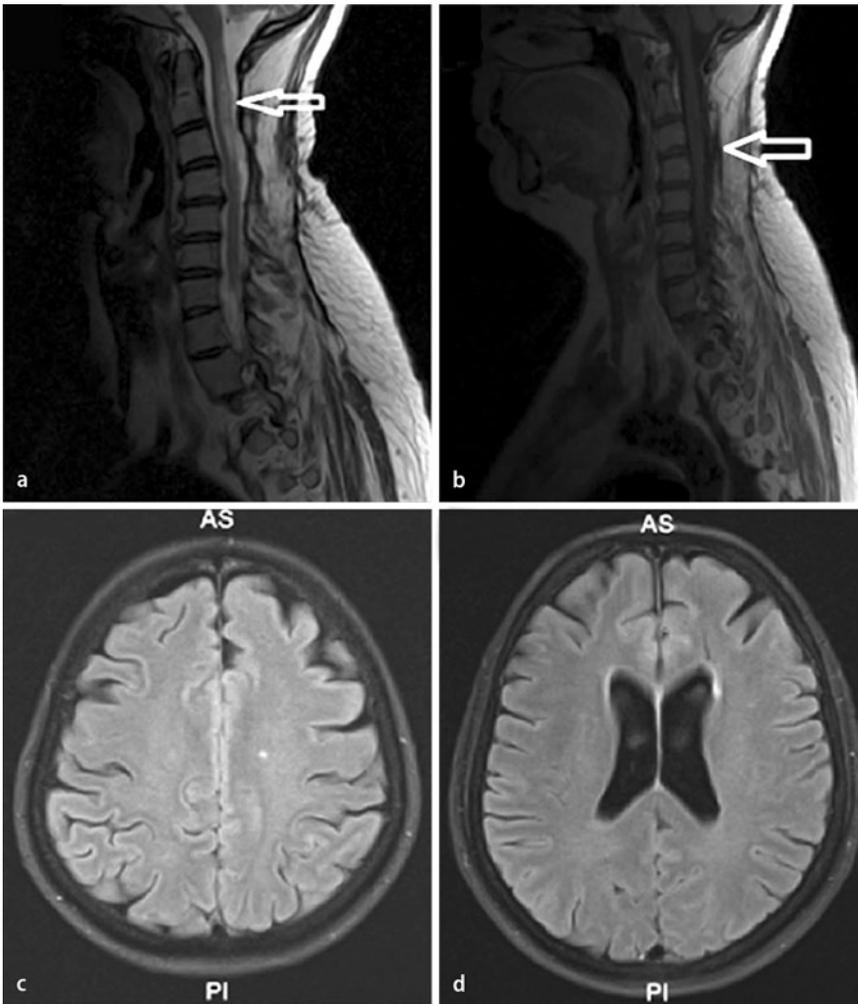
▲ a Langstreckige zervikale Myelitis von Höhe der Halswirbelkörper (HWK) 1 bis 4 mit Myelonschwellung (Pfeil; T2-gewichtete MRT-Sequenz, aus 2003). Bandscheibenprolaps auf Höhe HWK 5/6. b Postinterventionelle spinale MRT (T1-gewichtet mit Kontrastmittel) mit marginaler meningealer Gadoliniumaufnahme auf Höhe HWK 3 und 4 (Pfeil) nach diagnostischer spinaler Biopsie. (Aus dem Jahr 1999). c, d T2-gewichtete zerebrale MRT-Bilder, die einzelne unspezifische, nicht-MS-typische Läsionen zeigen. (Aus dem Jahr 2009)
